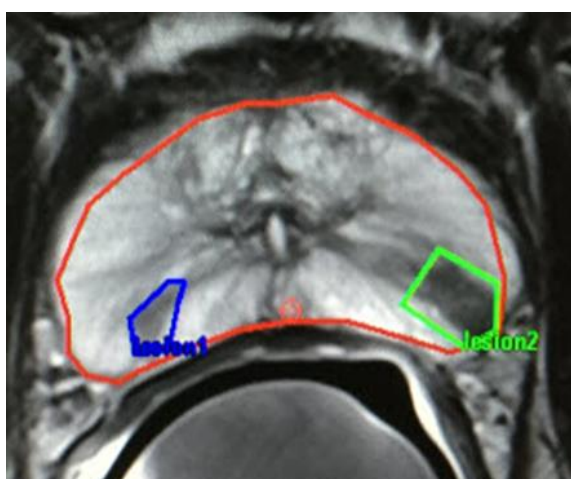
Überlagerung der im MRI verdächtigen Areale mit Fusion
